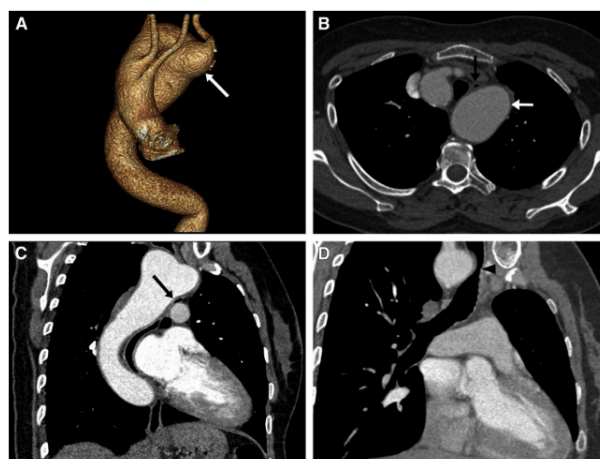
Mujer de 51 años con disfagia y disnea de 3 meses de evolución. A) Proyección anteroposterior de una reconstrucción volumétrica tridimensional de angio-TC que muestra una ALSA surgiendo del DK (flecha blanca). B) Corte axial y C) coronal oblicuo que muestra la compresión extrínseca del esófago (flecha negra) por el DK (flecha blanca). D) Corte coronal oblicuo que muestra la compresión de la tráquea (flecha negra) por el DK (flecha blanca). Fuente: Lv P, Lin J, Zhang W, Hu J. *Computed tomography findings of Kommerell diverticulum. En: Canadian Association of Radiologists Journal. Canadian Medical Association; 2014. p. 321-6.*
